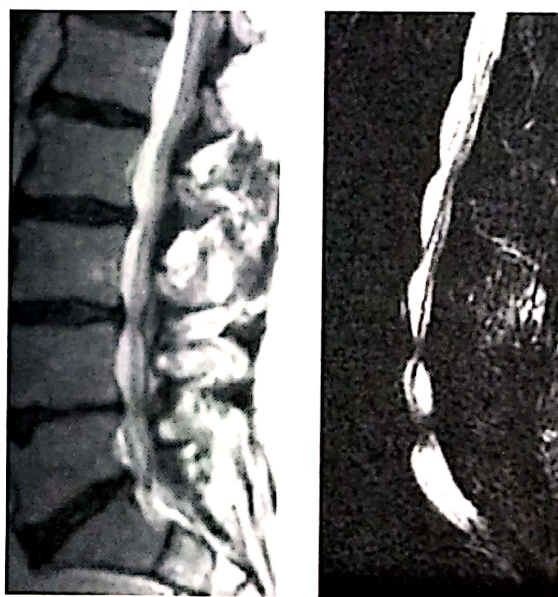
Stenoza lombară - imagini IRM de hernii de disc lombare multiple.
